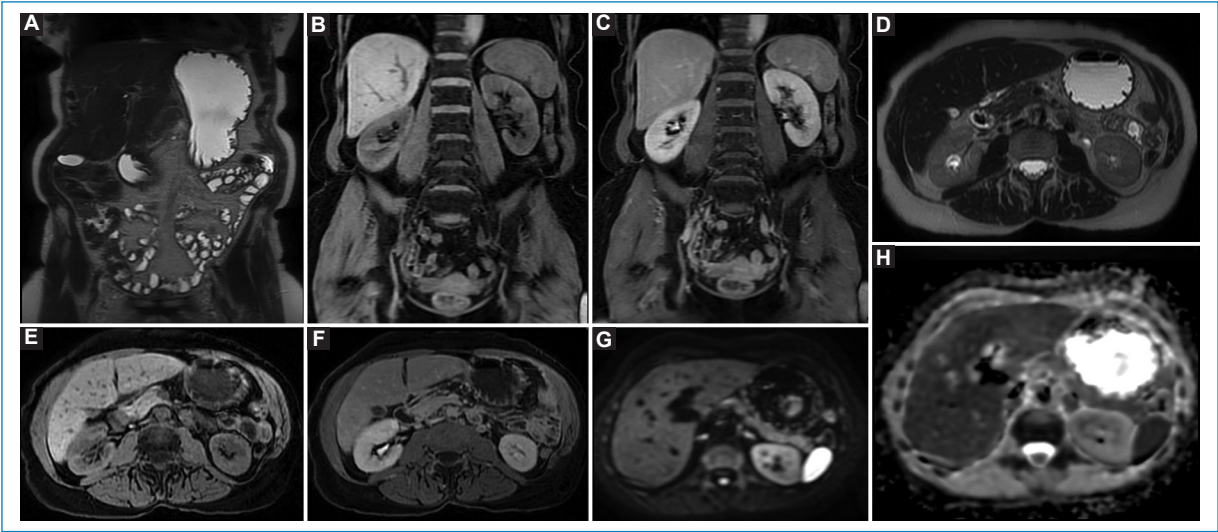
Protocolo de RM dedicado con secuencias coronales T2 SSFSE (A) y 3D LAVA-FLEX pre- y poscontraste (B y C) que abarcan desde el diafragma hasta la región inguinal. Secuencias axiales T2 SSFSE (D), 3D LAVA-FLEX pre- y poscontraste (E y F), y DWI con valores de B 0-50-600 y sintéticas de 1000-1500 (G), y mapa de ADC (H). Las secuencias axiales se adquieren en dos estaciones separadas (abdomen y pelvis) que luego son posprocesadas y unidas con autoBind para conformar una única serie continua, simplificando así su evaluación. También se realiza una secuencia 3D T2 CUBE en la pelvis (no mostrada) con mayor resolución para una mejor caracterización de lesiones pelvianas.
